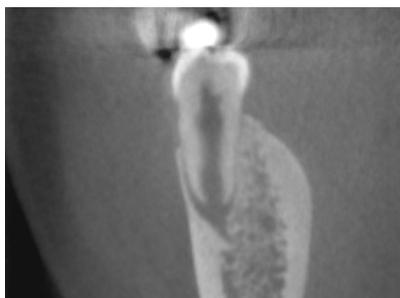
CBCT 영상 (coronal, sagittal, axial view)
